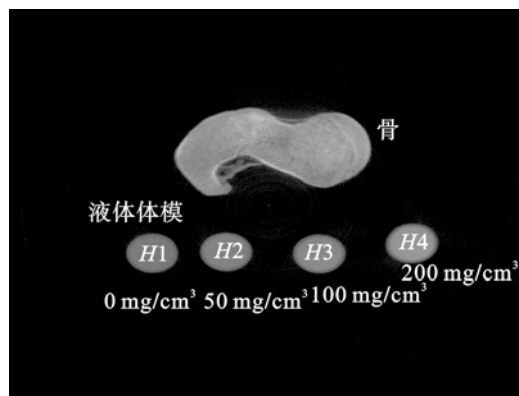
液体体模与骨组织在 CBCT 下扫描得到的图像
